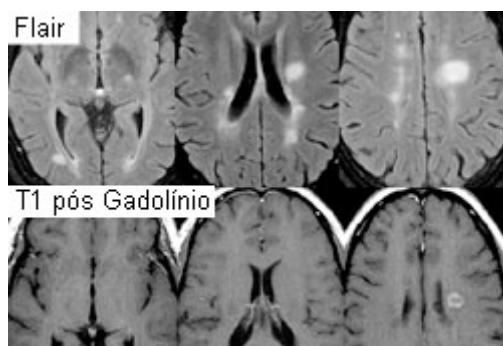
Ressonância nuclear magnética (RNM) com recuperação da inversão atenuada de fluido (FLAIR) e agente de contraste gadolínio, exibindo lesões típicas observadas na esclerose múltipla (EM) nas regiões periventriculares.
